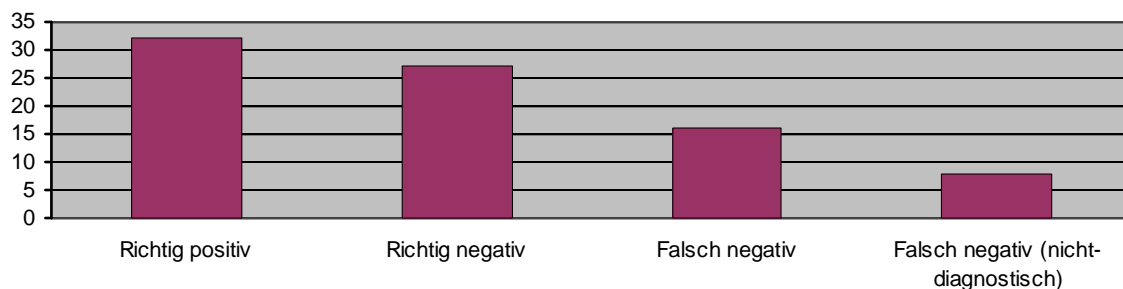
Ergebnisse der endosonographischen Punktion in der vorliegenden Arbeit
